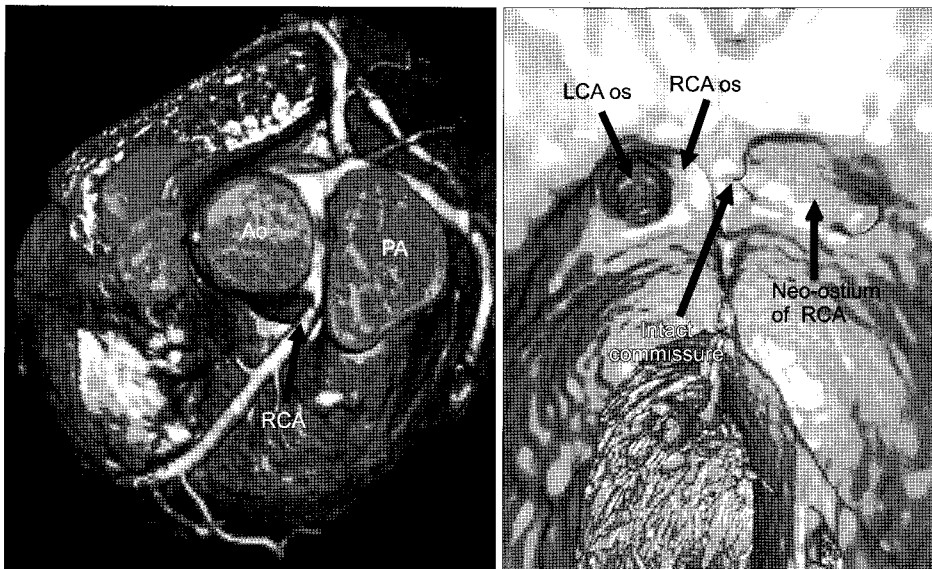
Postoperative MDCT findings showed that the neo-ostium of RCA was widely patent. Ao=Aorta; LCA=Left coronary artery; MDCT=Multi-detector computed tomography; os=Ostium; PA=Pulmonary artery; RCA=Right coronary artery.
